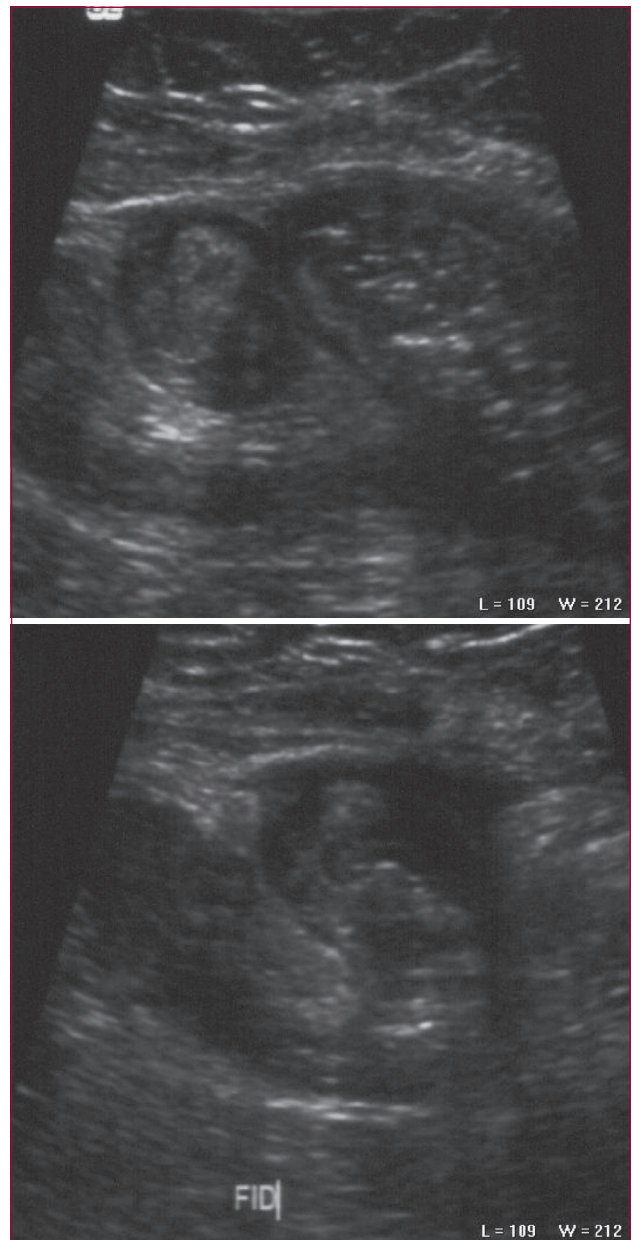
Exemple d'atteinte échographique de l'iléon au cours de la maladie de Crohn avec épaissement pariétal et dédifférenciation des couches pariétales.
